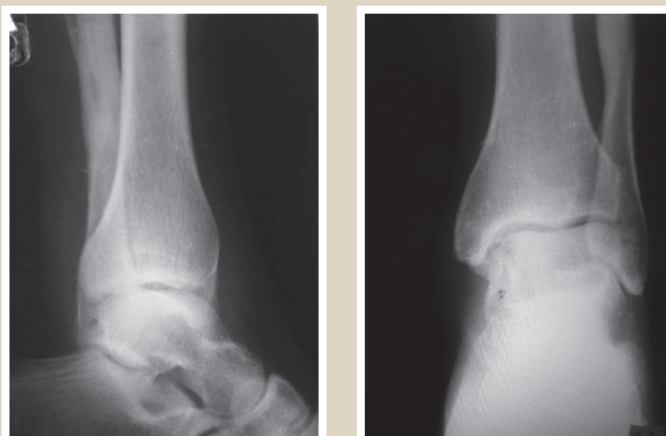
The same patient. X-ray of the left ankle joint 6 months after the surgery. Complete restoration of bone structure in place of PGA pin implantation.
